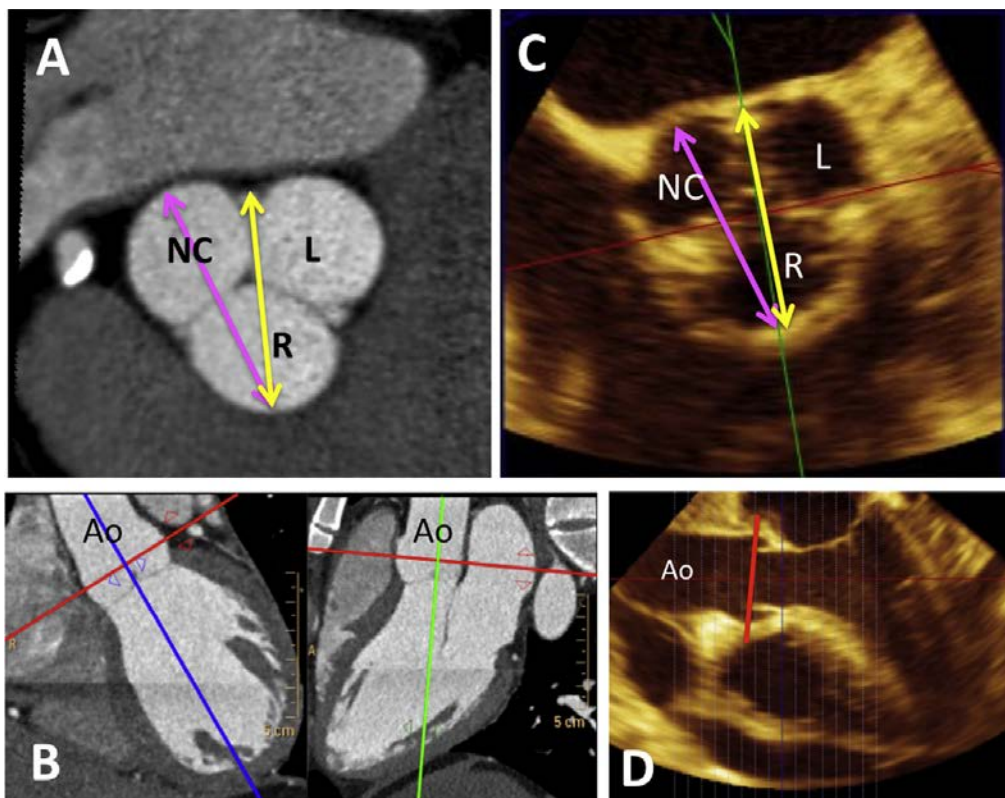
主动脉根部短轴直径（前后径或矢径）的测量，CT(A)或 3D TEE(C，横切面放大图):左 (L)右 (R)瓣叶交界处内缘到非冠瓣 (NC)窦区中部内缘 (A 和 C,黄色双箭头)。主动脉根部长轴直径 (内外径或冠径) 的测量：右冠窦中部到非冠窦最远端 (A 和 C,紫色双箭头)。(B) 用于定位，CT 影像乏氏窦区主动脉根部双切面放大图 (D) 多切面重组主动脉长轴。(B)和 (D)中红线代表测量乏氏窦直径的切面。
